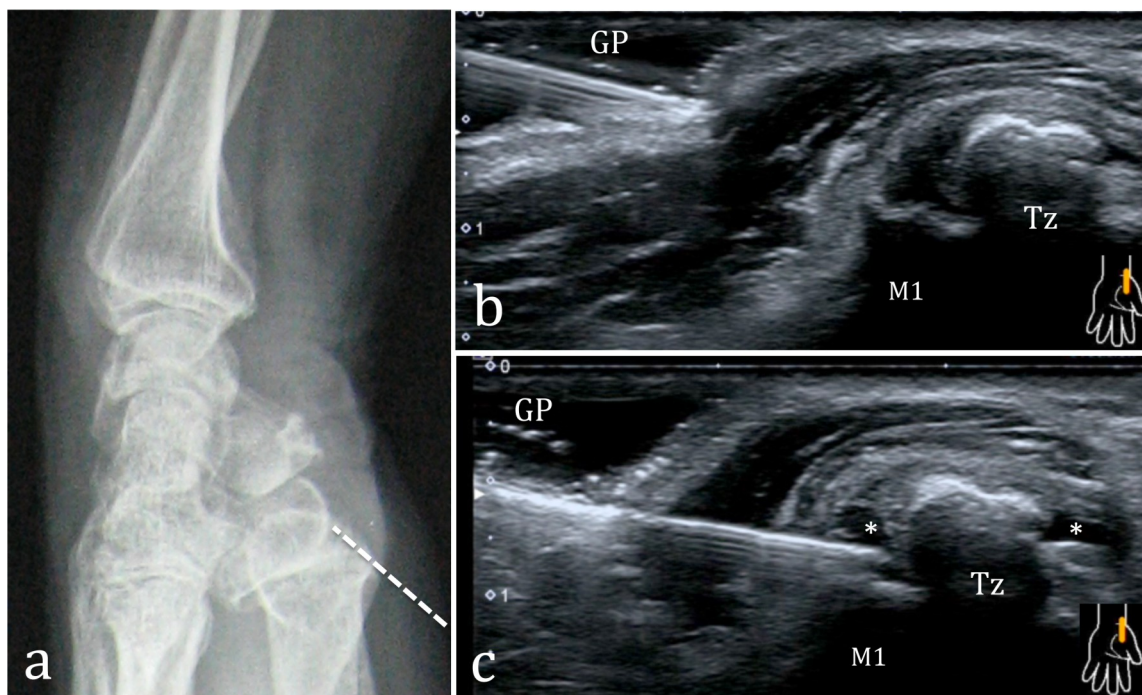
Infiltration d'une rhizarthrose sous contrôle échographique
